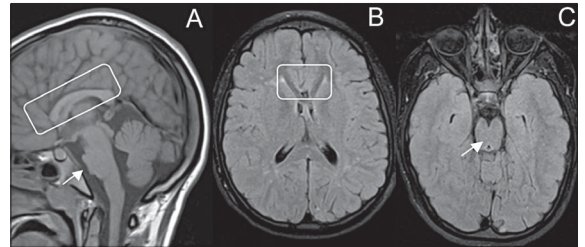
MRI sagittal T1 WI (A) revealed bending and hypoplasia of anterior corpus callosum, deficient anterior *gyrus cinguli*, radial frontal gyration, horizontal orientation and increased thickness of the fornix (inside the box) and flattening of the pons on the midline (arrow) with reduction of the antero-posterior diameter. Axial FLAIR showed (B) V-shaped anterior corpus callosum (inside the box) and antero-posterior elongation of the midbrain with squeezing of the cerebral peduncles (C – arrow).
